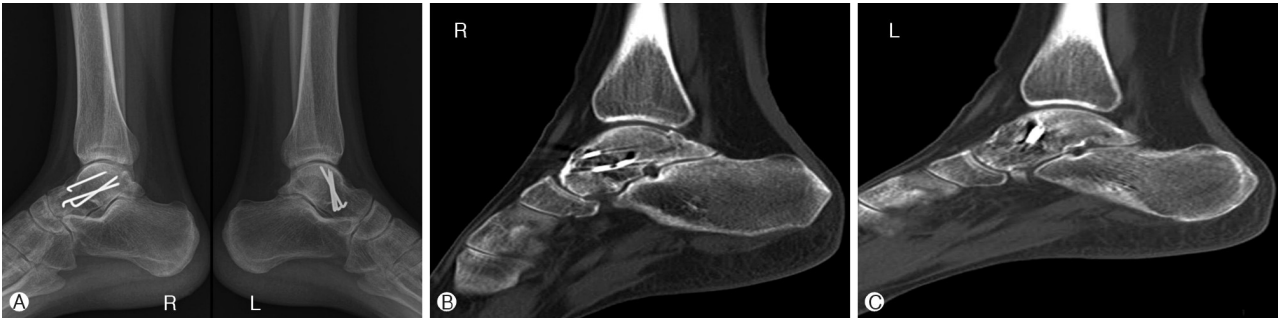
Twelve months follow-up. (A) Radiographs and (B), (C) CT show bony union without other complications.
